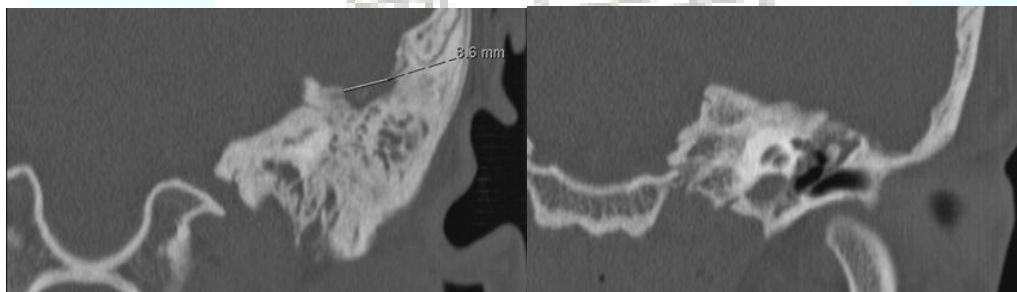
TC de peñasco sin contraste. Ocupación completa de mastoides, epítimpano y parte de meso e hipotímpano.
